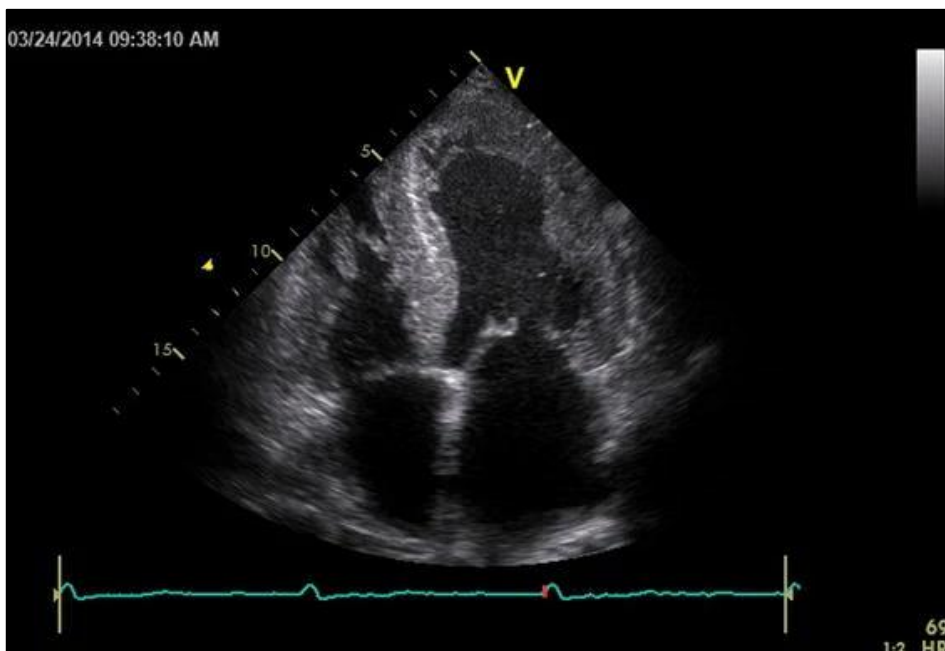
ipertrofia del setto interventricolare all'ecocardiogramma (Fonte: Falk, RH, Quarta, CC Ecocardiografia nell'amiloidosi cardiaca)
